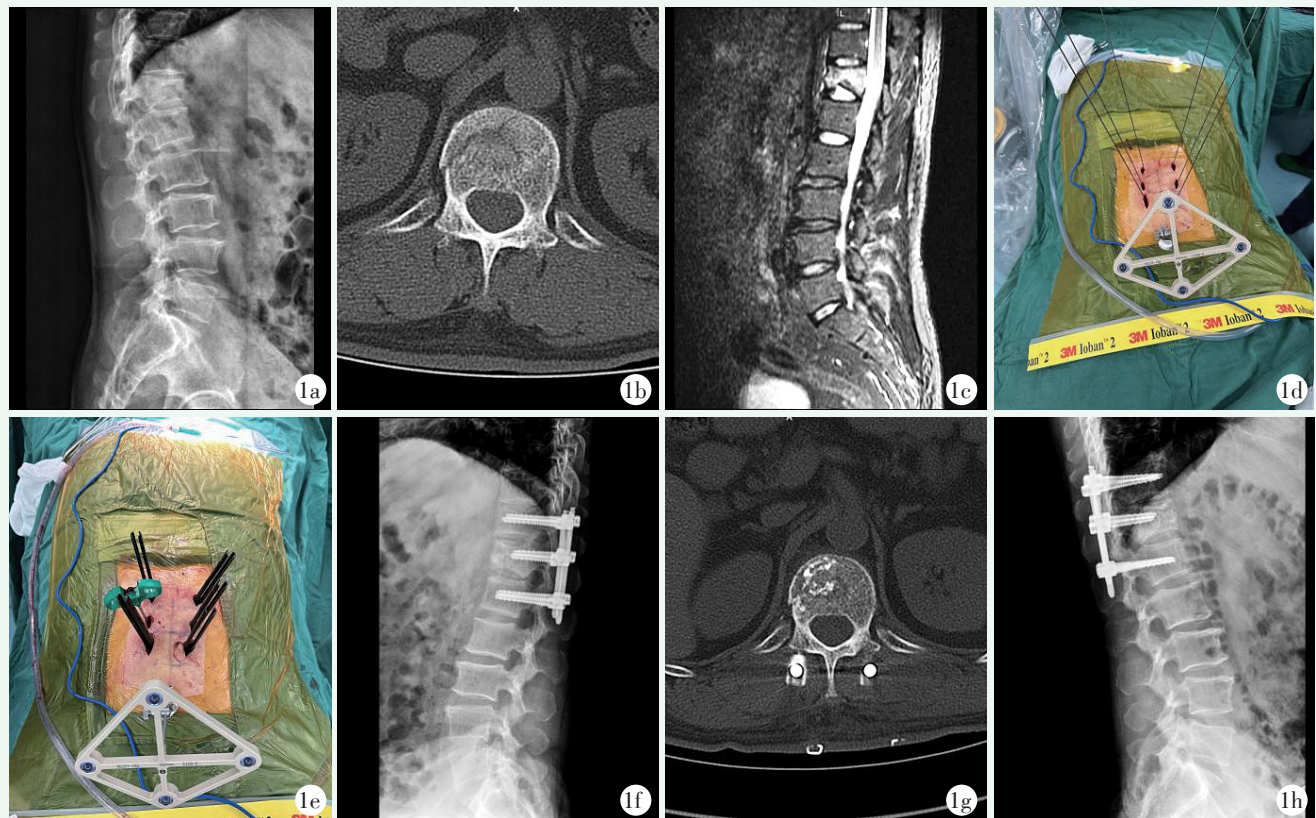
患者男性, 50 岁。1a: 术前侧位 X 线片示 T₁₂骨折; 1b: 术前 CT 示椎体骨折, 椎体右侧骨折线清晰, 椎体后壁疑似损伤, 无明显椎管内占位; 1c: 术前 MRI 示伤椎骨髓水肿, 下终板塌陷明显; 1d: 术中经机器人规划并导航下置入导针; 1e: 术中沿导针置入椎弓根螺钉, 并于右侧放置穿刺针, 完成植骨; 1f: 术后 3 d X 线片示伤椎高度显著恢复, 伤椎前缘可见弥散性高密度影; 1g: 术后 3 d CT 示骨折处植骨精确; 1h: 末次随访时 X 线片示伤椎基本愈合, 伤椎高度较术后无明显丢失。
